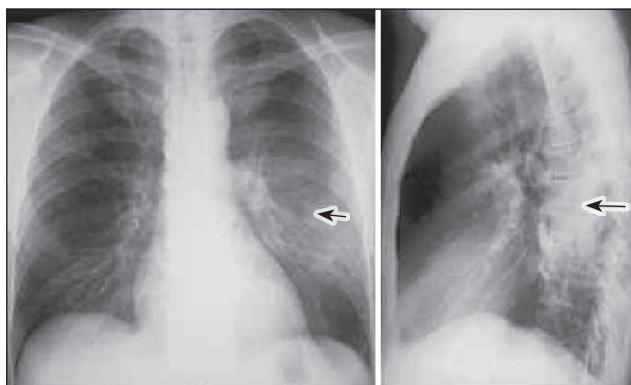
Рентгенограма органів грудної клітки (ОГК) у двох взаємоперпендикулярних проєкціях (пряма + лівий бік): пневмонія S6 лівої легені (стрілки)
